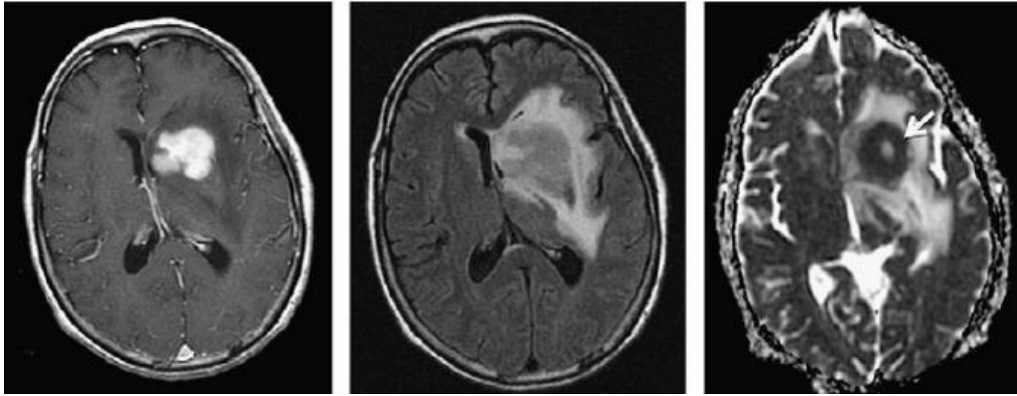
Imágenes en resonancia magnética, corte axial de LPSNC
